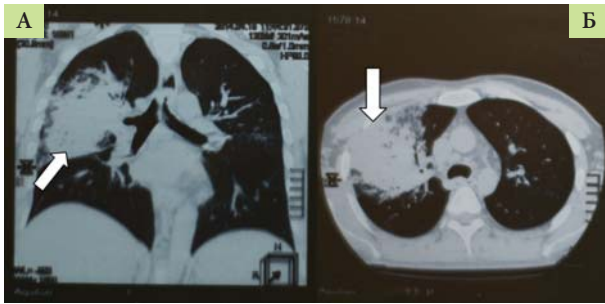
КТ органов грудной клетки до терапии ГКС (стрелками указаны инфильтративные изменения)
